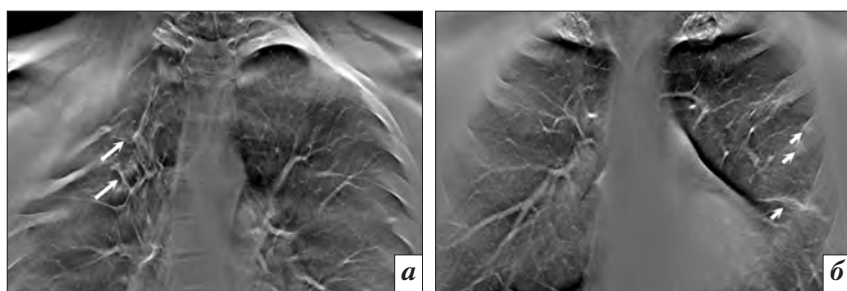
Томосинтез органов грудной клетки, прямая проекция (*а, б*). Рентгенологическая картина пневмофиброза в верхней доле справа, без признаков инфильтрации и наличия полостных образований (длинная стрелка). В верхней доле левого легкого – линейная зона пневмофиброза, единичные очаги высокой интенсивности – кальцинаты (короткие стрелки)
